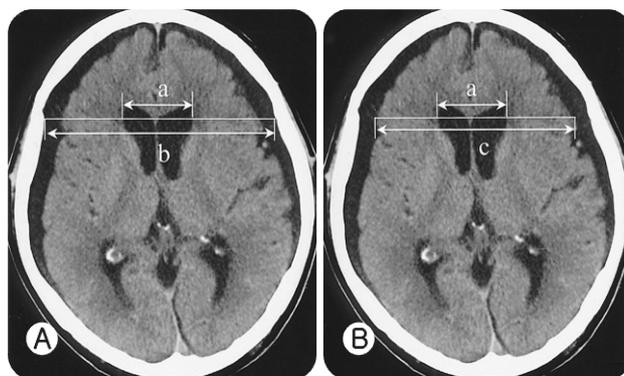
Measurement methods of the ventricular enlargement on CT scan. A: measured by the frontal horn index (FHI=31%). B: measured by the modified frontal horn index (mFHI=36%). (a: the largest width of the frontal horns, b: inner table distance, c: bicortical distance).
